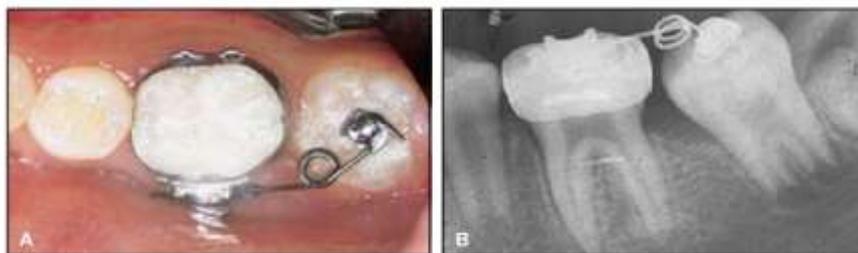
Photographie et radiographie du redressement. (102)
